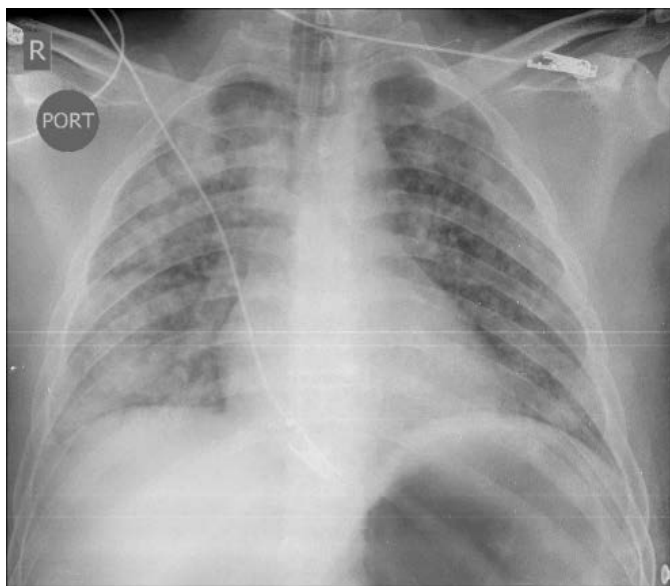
Radiografía de tórax, única proyección anteroposterior (AP)
